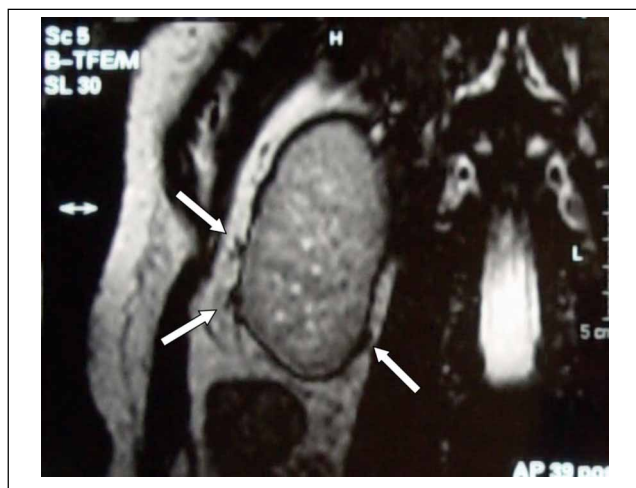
Coronare MRT-Sequenz. Pfeile markieren das Band.
